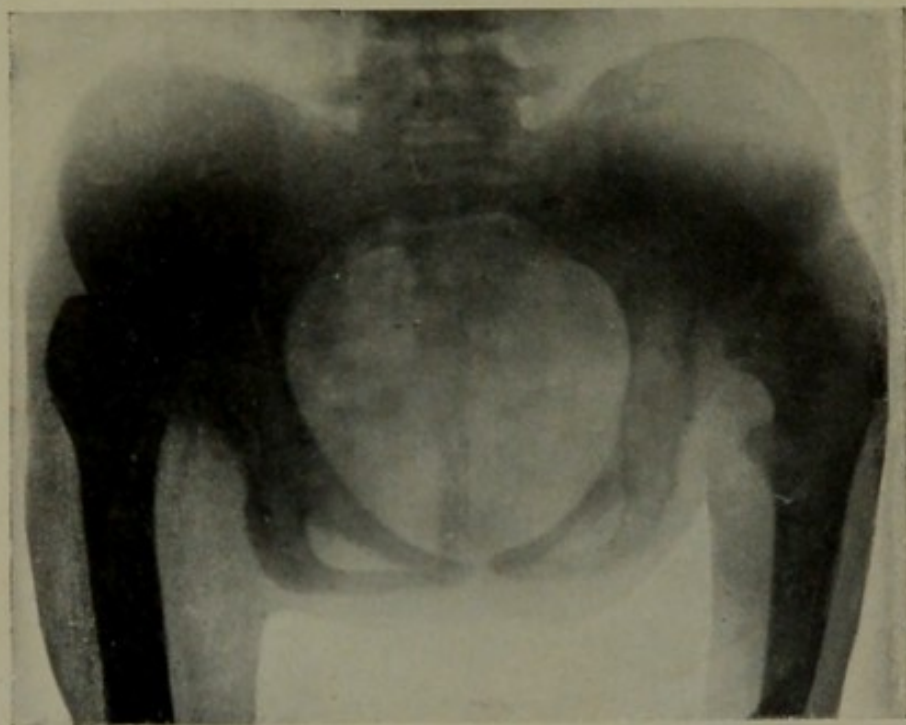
Radiografia di una lussazione bilaterale.
